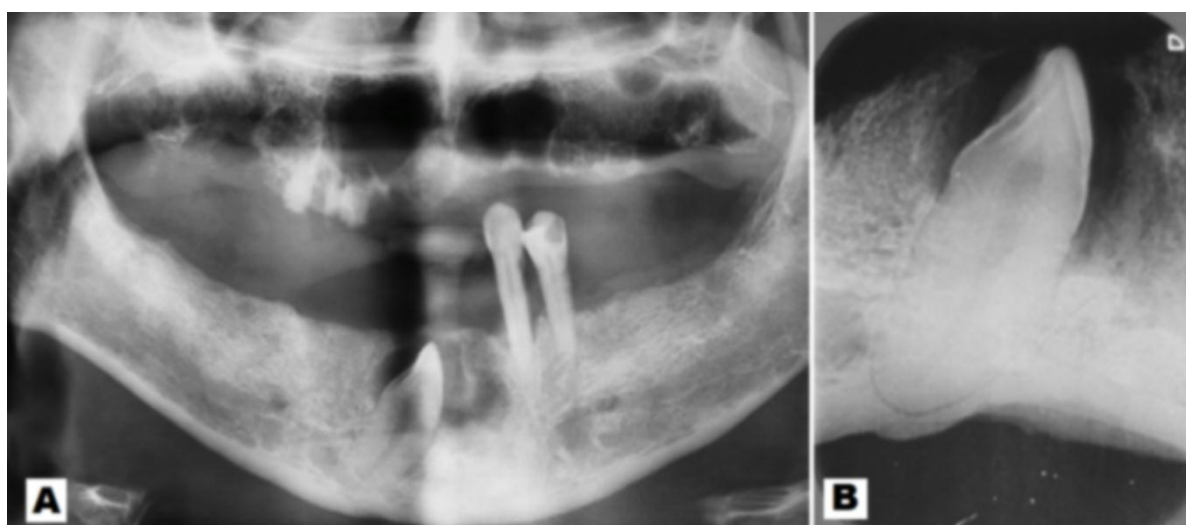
A: Radiografia panorâmica. B: Radiografia periapical do dente 43 evidenciando rarefação óssea em torno da coroa.
